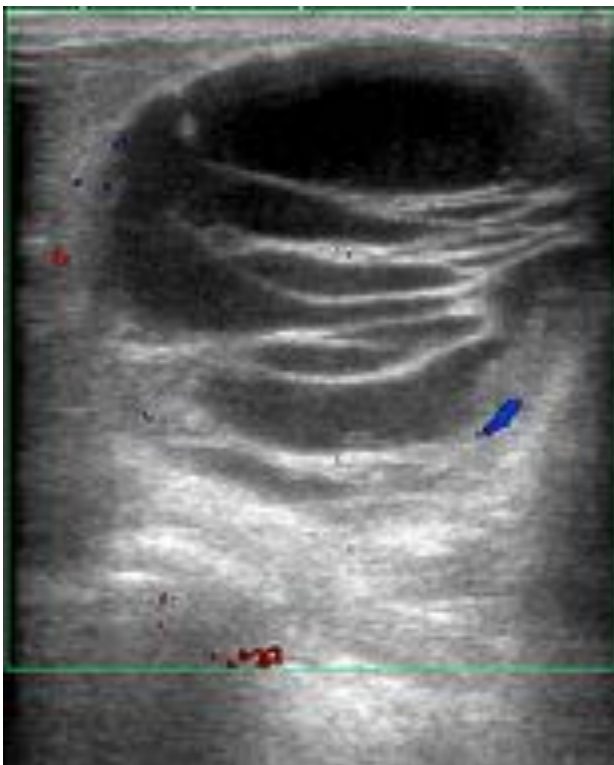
Ecografía en la misma paciente, en la que se detecta un quiste complejo, con tabiques de más de 0,5 mm en su interior y engrosamientos nodulares en su pared. Se demuestra la presencia de Doppler
